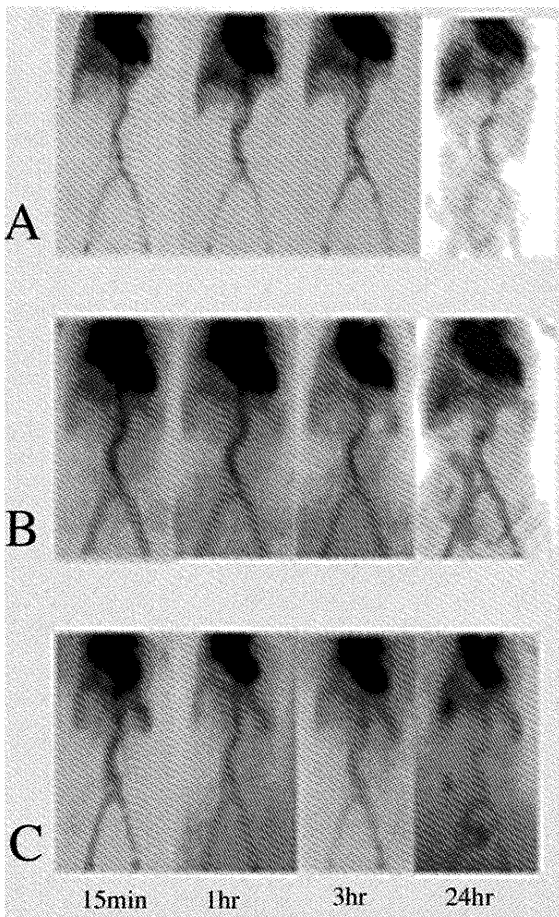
^{99m}Tc labeled RBC scintigraphy showed gallbladder visualization and intestinal visualization on 24 hr images
